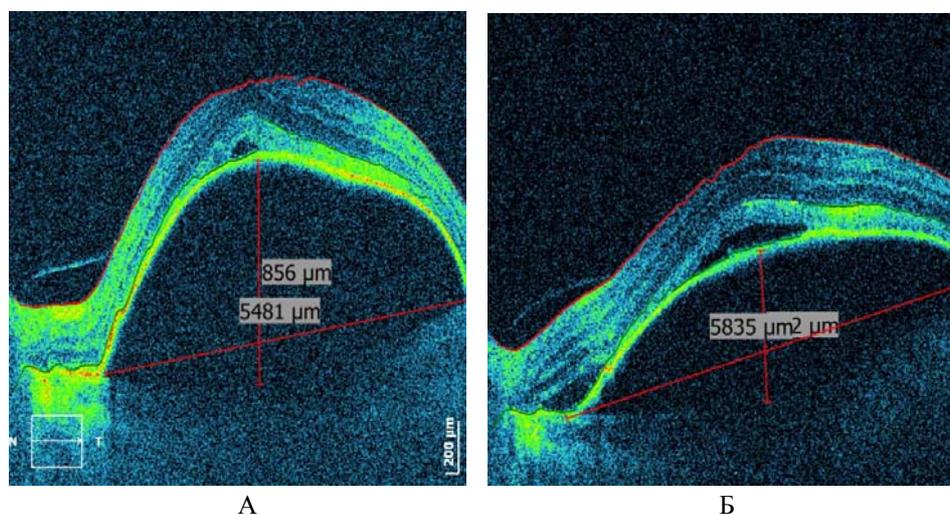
Томография макулярной зоны сетчатки пациентки Б.
